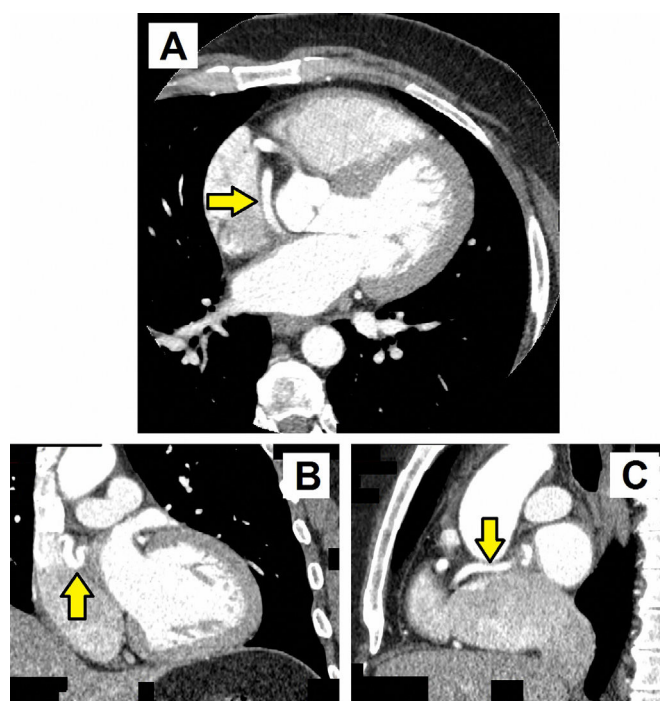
Tomografía computarizada cardíaca de arterias coronarias. Cortes axial (A), coronal (B) y sagital (C). Se evidenció una fístula solitaria coronaria (flecha) de la arteria coronaria derecha proximal a la vena cava superior.
